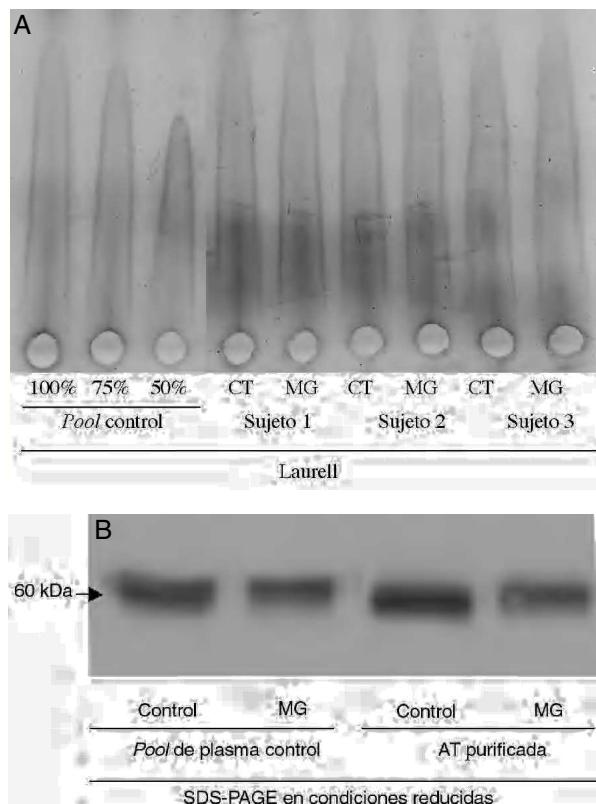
Efecto del metilgioxal (5 mmol/l durante 30 min) en los valores (A) y el tamaño (B) de la antitrombina (AT) plasmática y purificada. CT: control; MG: metilgioxal.
